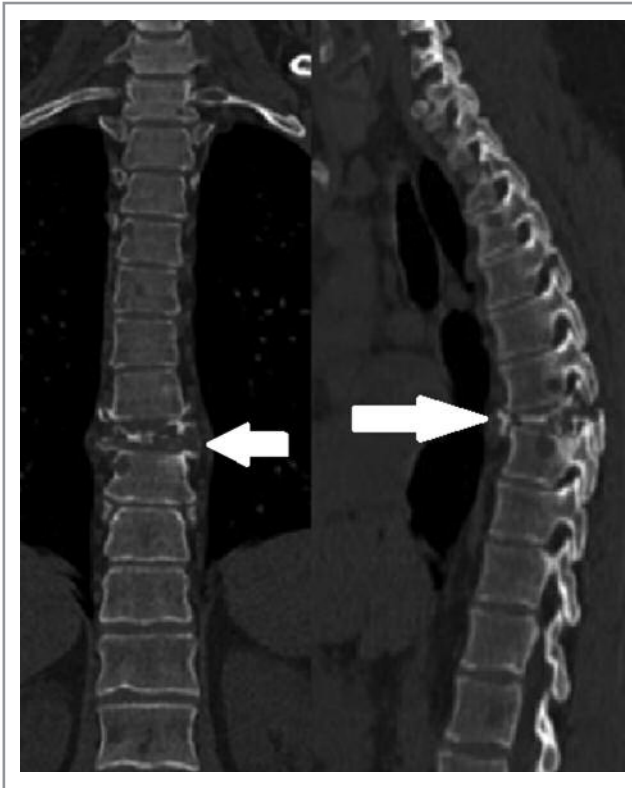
Компьютерная томограмма грудного отдела позвоночника (2006 г.): компрессионный перелом тела Th8; многочисленные очаги деструкции в костях.
